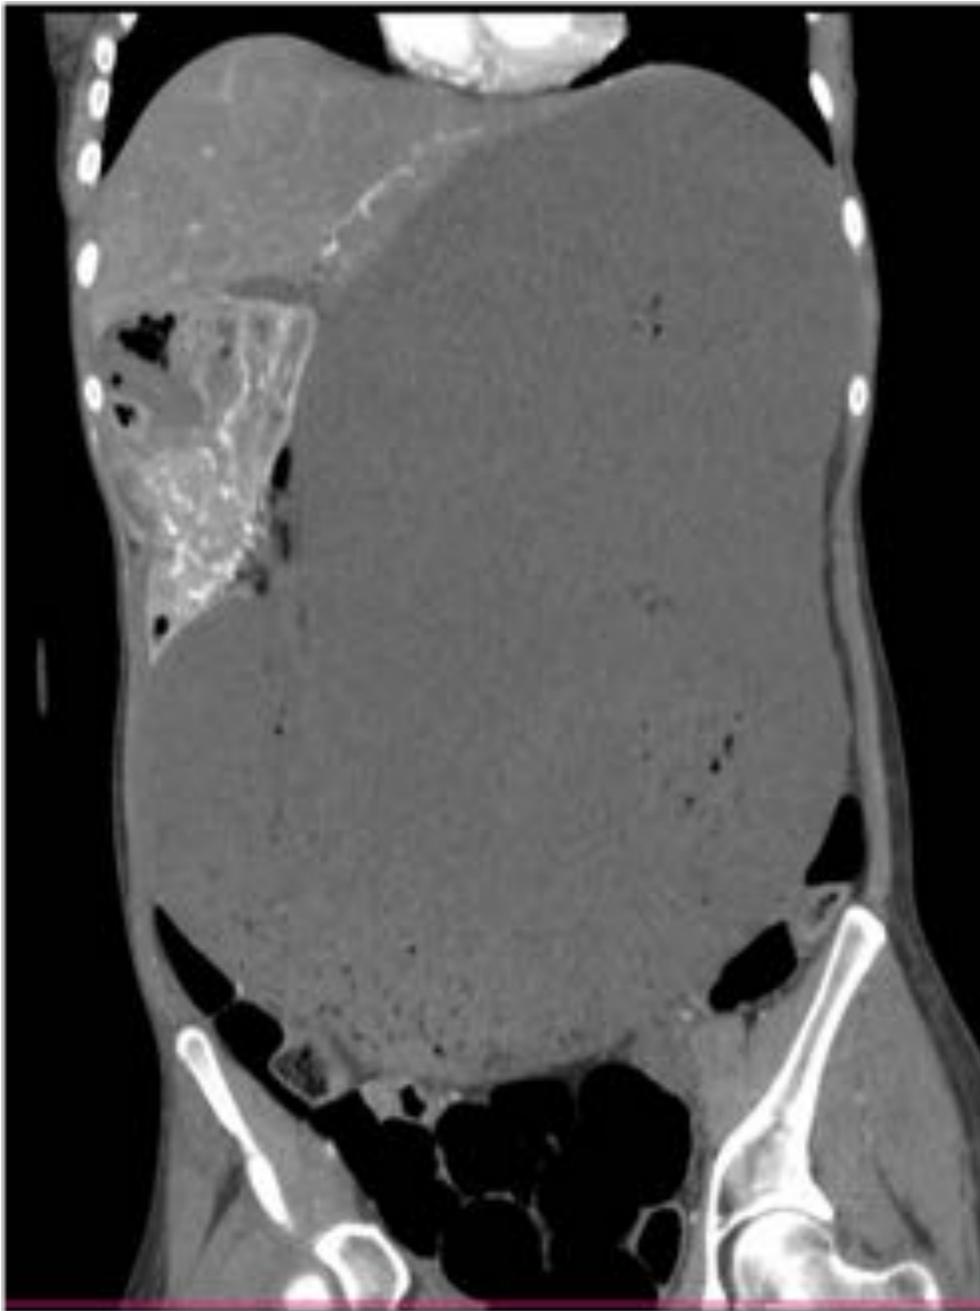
Figuras 22 y 23: paciente con dolor abdominal agudo y ecografía sin signos de apendicitis pero con marcada distensión de asas. Se completa estudio con TC presenciando abundante contenido en asas de delgado asociando cambio de calibre en ilion distal. En la cirugía se halló un bezoar de fibra.
